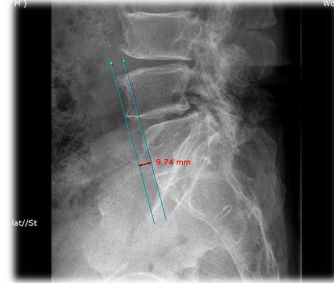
X-ray(lateral view)
